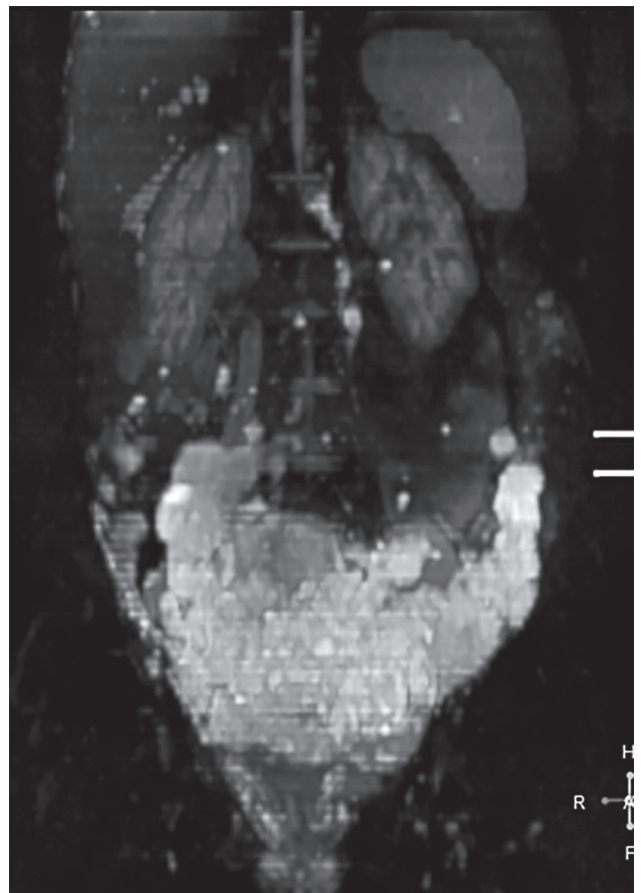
Investigația IRM în regim DWI_BS (pseudo PET-CT), nivelul abdominal și pelvian. Se atestă tumoră masivă bi-ovariană, cu implantare pe recesele peritoneale, pe dreapta până la nivelul ficatului, cu metastazare în nodulii limfatici para-cavali, ficat și splină.
